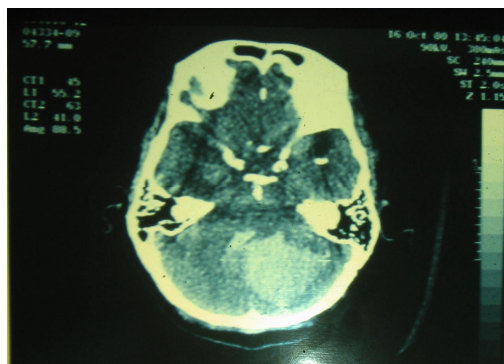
CT-Scan não 3 ngày sau mổ
